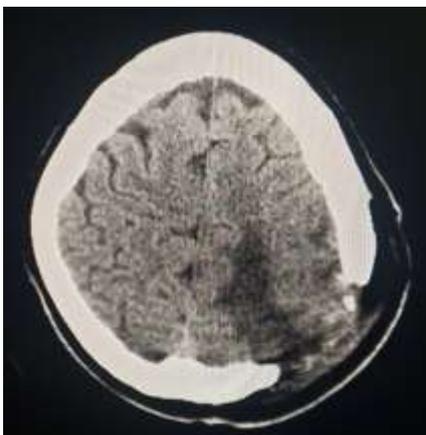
Imagen de TAC post operatoria.
